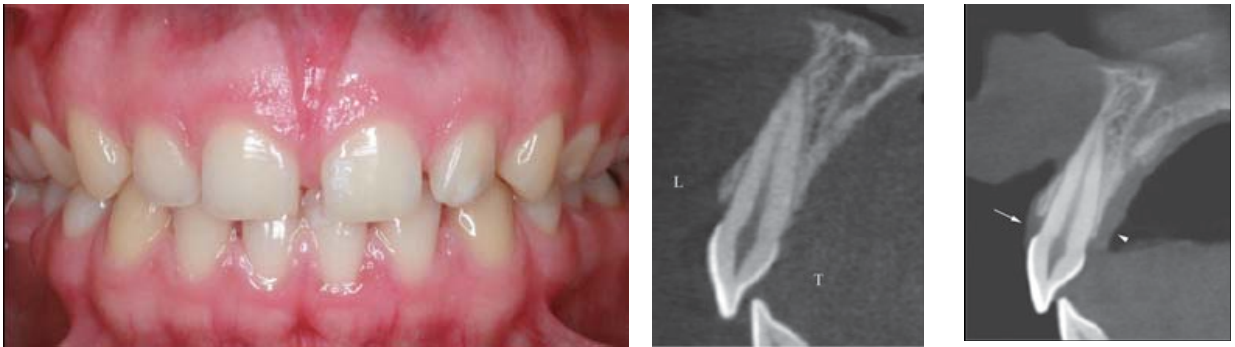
A: Imagem clínica intra-oral que dava aspecto de um biótipo periodontal grosso. B, Imagem da tomografia computadorizada (CBCT) realizado sem o afastador de lábio. C, Imagem do tecido mole na aquisição por CBCT (seta: gengiva vestibular, ponta de flecha: gengiva palatal). L = lábio; T = língua.
